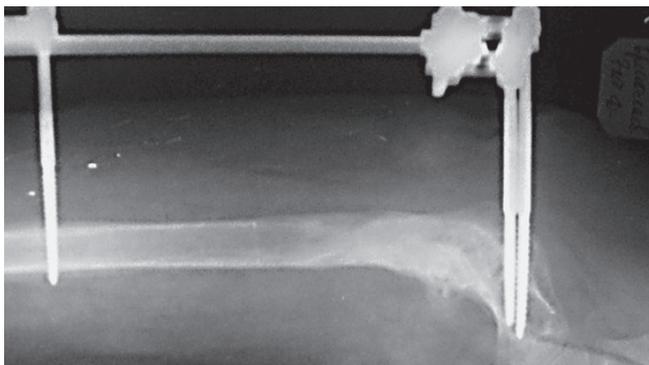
Рентгенограмма того же больного после формирования внутрикостного дистракционного регенерата и ШДУ
